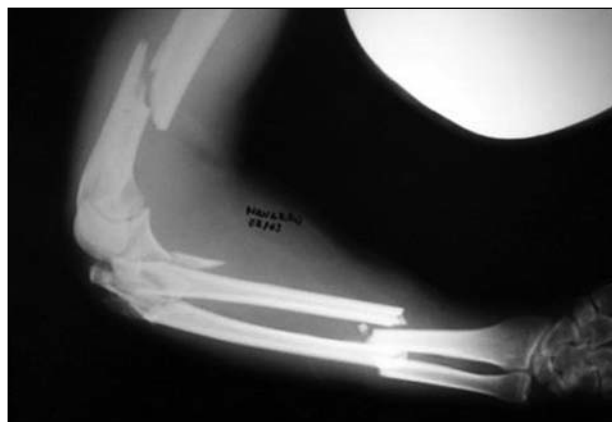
Caso clínico 1. Radiografía de ingreso.
